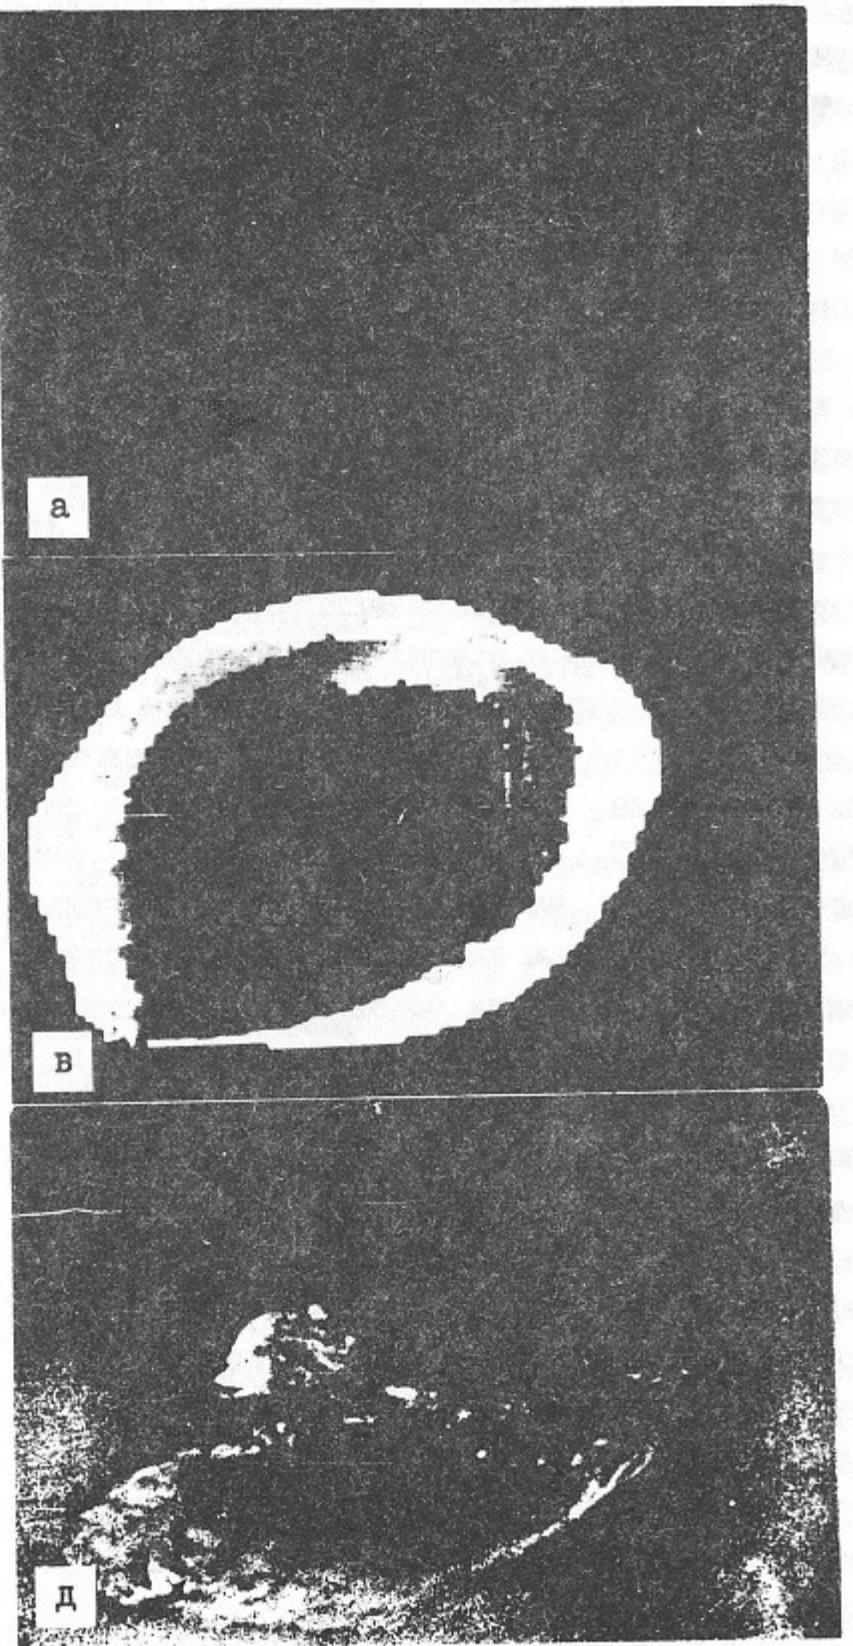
Обычная ("а") и разностная ("б") рентгенограммы медиа-стинального лимфатического узла. Обычная ("в") и раз-ностная ("г") томограммы, сделанные по срезу, показан-ному на рис. "а" и "б" линией. Электрорентгенограмма этого узла ("д").
